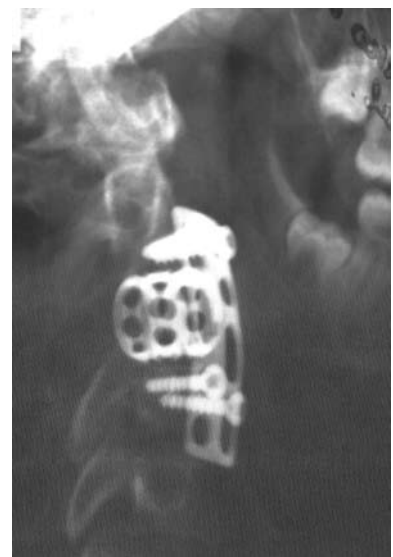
Случай 1. Послеоперационная рентгенограмма, передний корпорорез $C_{II}-C_{IV}$ титановым кейджем.
